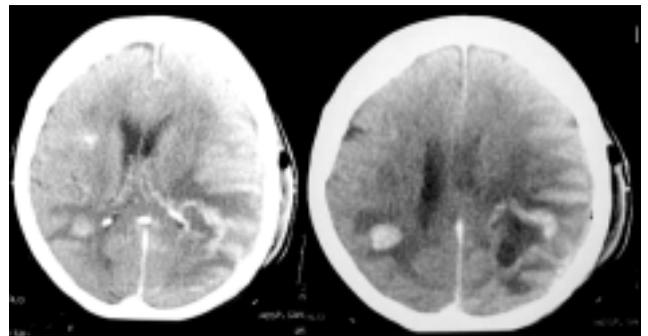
TAC de encéfalo control postoperatoria que presenta una mínima lesión residual que realza con contraste.
